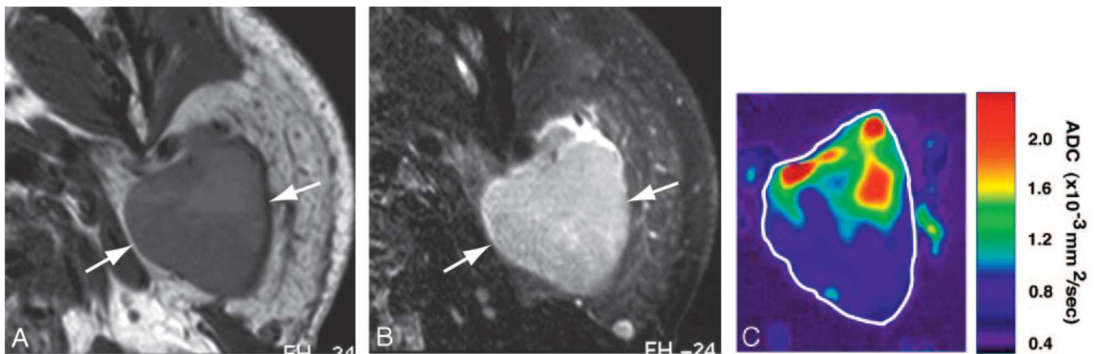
IRM d'une tumeur de Warthin de la glande parotide (homme de 55 ans).
